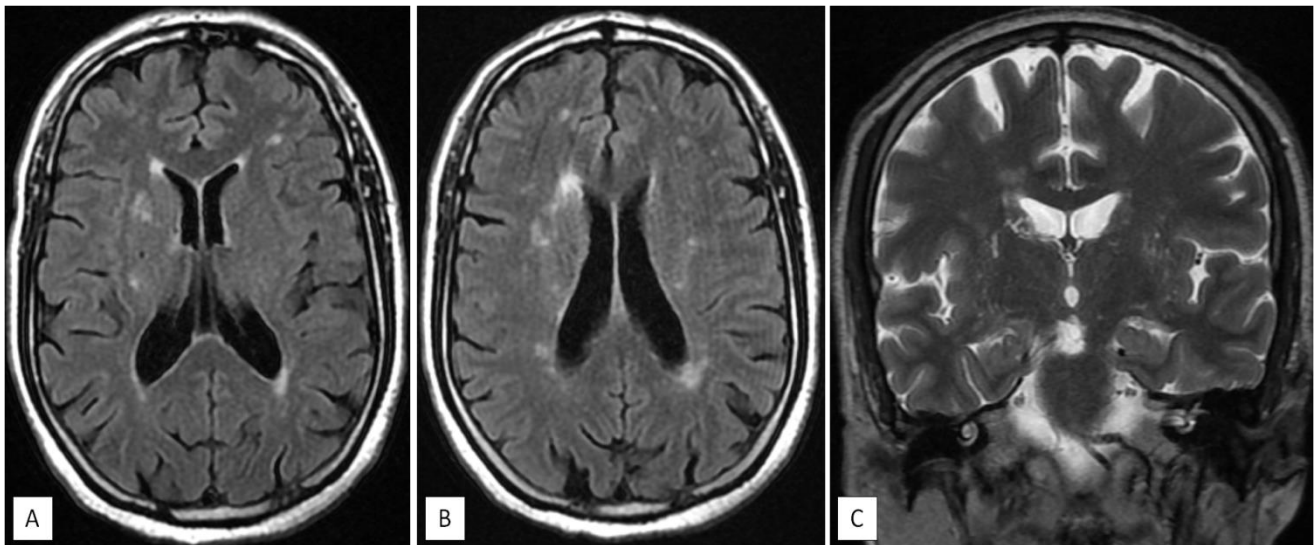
L'IRM cérébrale montre la présence de petites lésions au niveau de la substance blanche et au niveau des noyaux gris centraux en hypersignal FLAIR (coupe axiale : A, B) et en T2 (coupe coronale : C).
